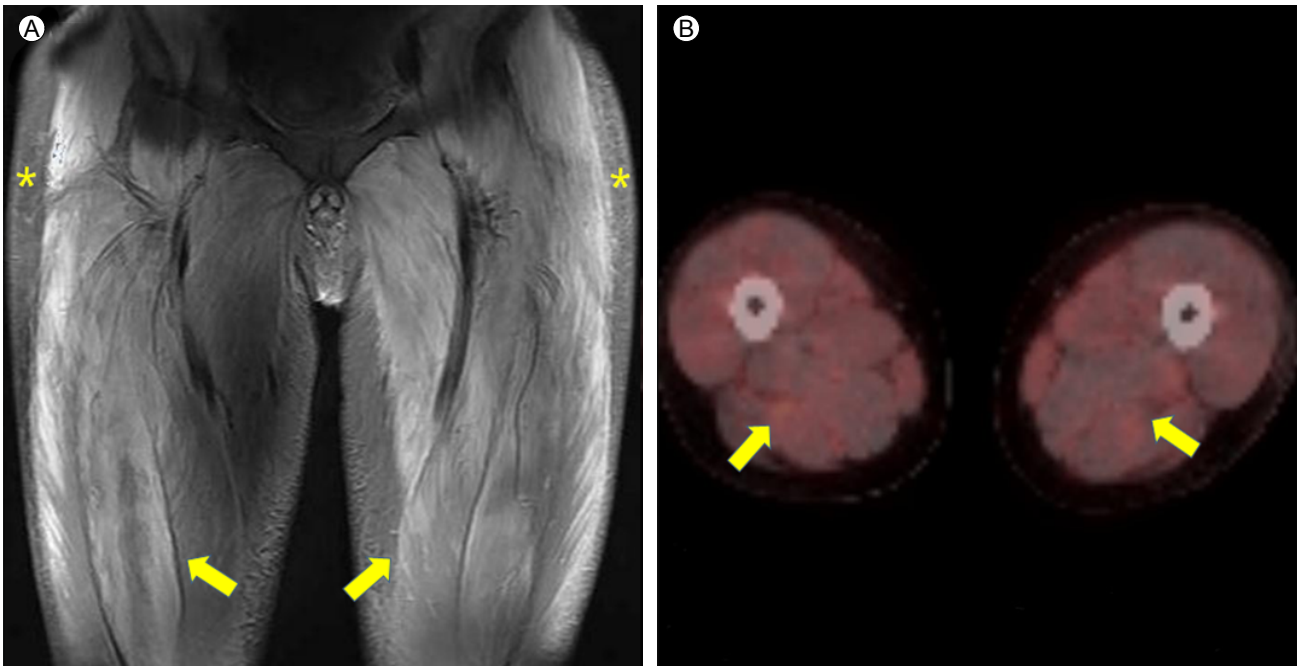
(A) Magnetic resonance image of the thigh. T1-weighted image with gadolinium enhancement shows diffuse enhancement in thigh muscles (arrows) and interstitial edema and swelling in the subcutaneous layer (asterisks). (B) Positron emission tomography scan shows increased 18F-fluorodeoxyglucose uptake in both thighs (arrows).
